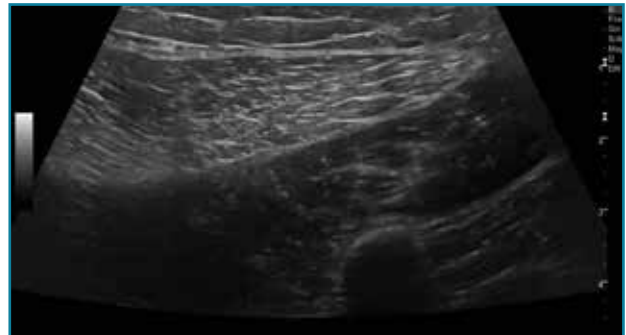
Corte transversal de una ecografía de la pierna: aumento de la ecogenicidad difusa del gemelo externo por sobrecarga.
